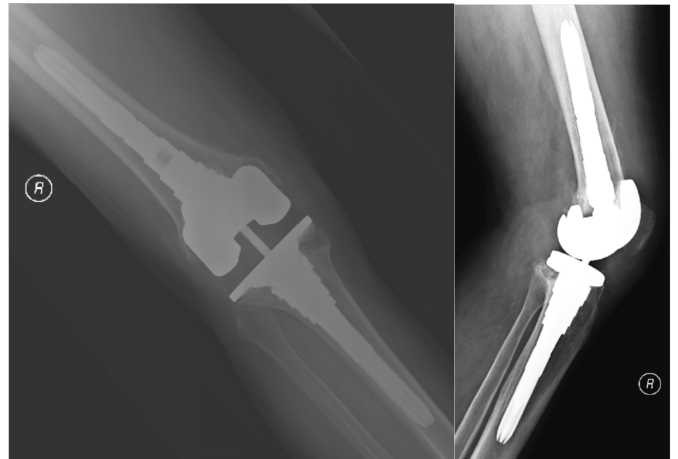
Caso 2: Radiografia aos 3 meses de pós-operatório. Prótese de revisão com sleeves e hastes longas femoral e tibial.
